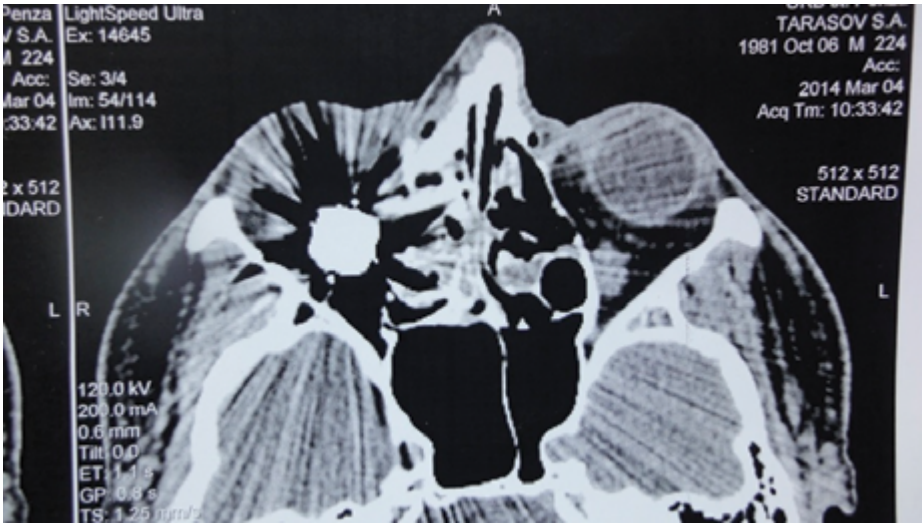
КТ орбиты. Контрастное изображение инородного тела (его металлическая часть) с выраженными артефактами, затрудняющими анализ изображений. Из-за них не видна менее плотная часть инородного тела. Видно повреждение внутренней стенки орбиты, взаимоотношение инородного тела с орбитальными структурами и наличие содержимого в решетчатом лабиринте
